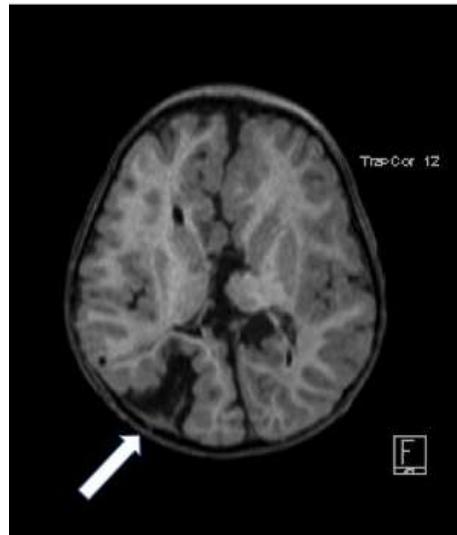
Polimicrogria. Polimicrogria bilateral difusa en un joven de 19 años de edad con retraso global del desarrollo, cuadriparesia y epilepsia, presente en esta imagen de resonancia magnética en T1 ponderado axial.
